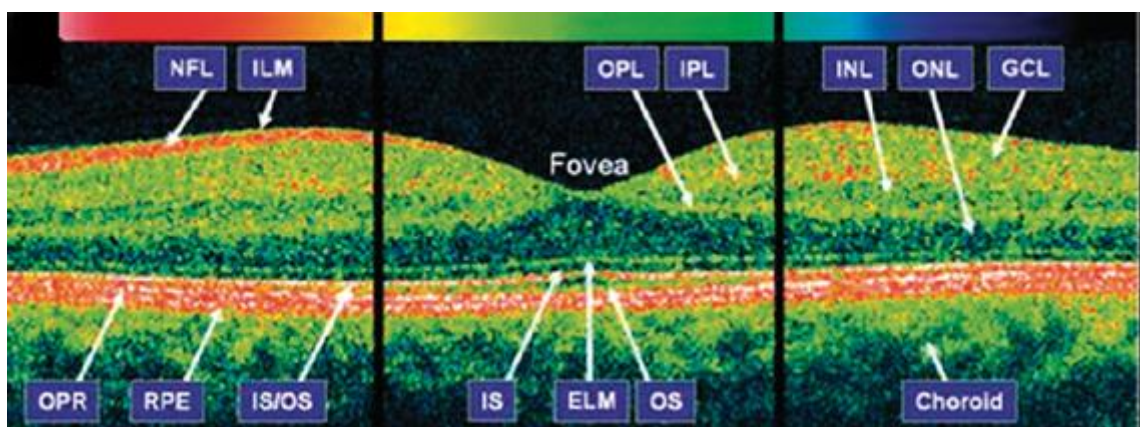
Capas de la retina mediante tomografía de coherencia óptica. NFL: límite exterior de la RNFL; ILM: membrana limitante interna; OPL: capa plexiforme externa; IPL: capa plexiforme interna; INL: capa nuclear interna; ONL: capa nuclear externa; GCL: capa de células ganglionares; OPR: fotorreceptores externos; RPE: epitelio pigmentario de la retina; IS: segmento fotorreceptores internos; OS: segmento externo de fotorreceptores; ELM: membrana limitante externa.
